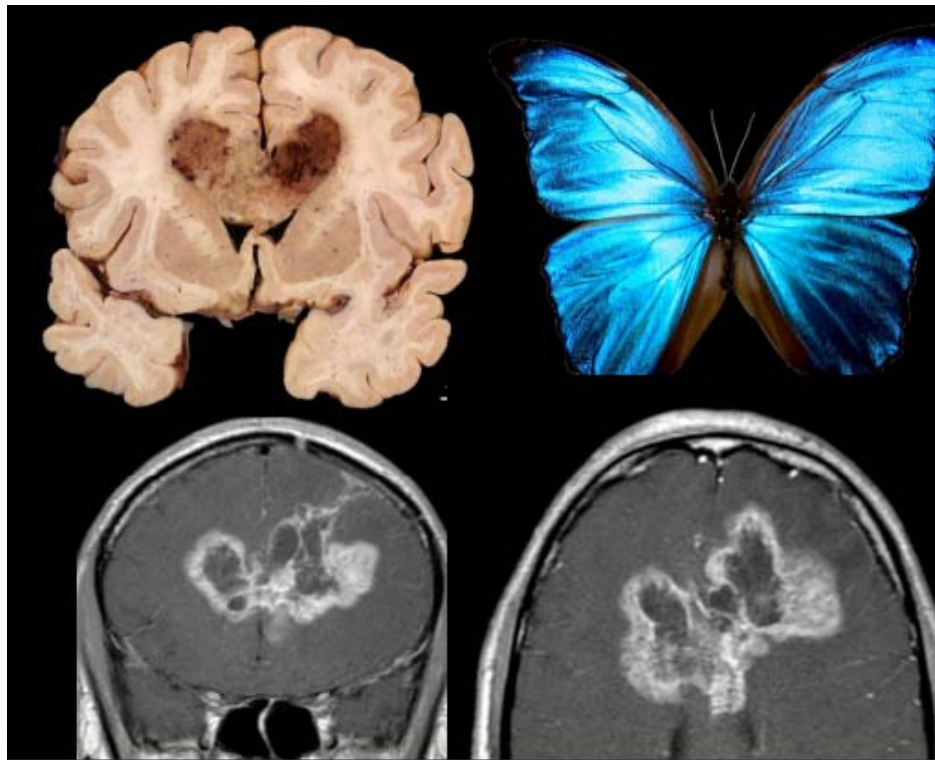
En bas a gauche présente une IRM coronale Séquence T1 C+ et en bas a droite présente une IRM axiale Séquence T1 C+
